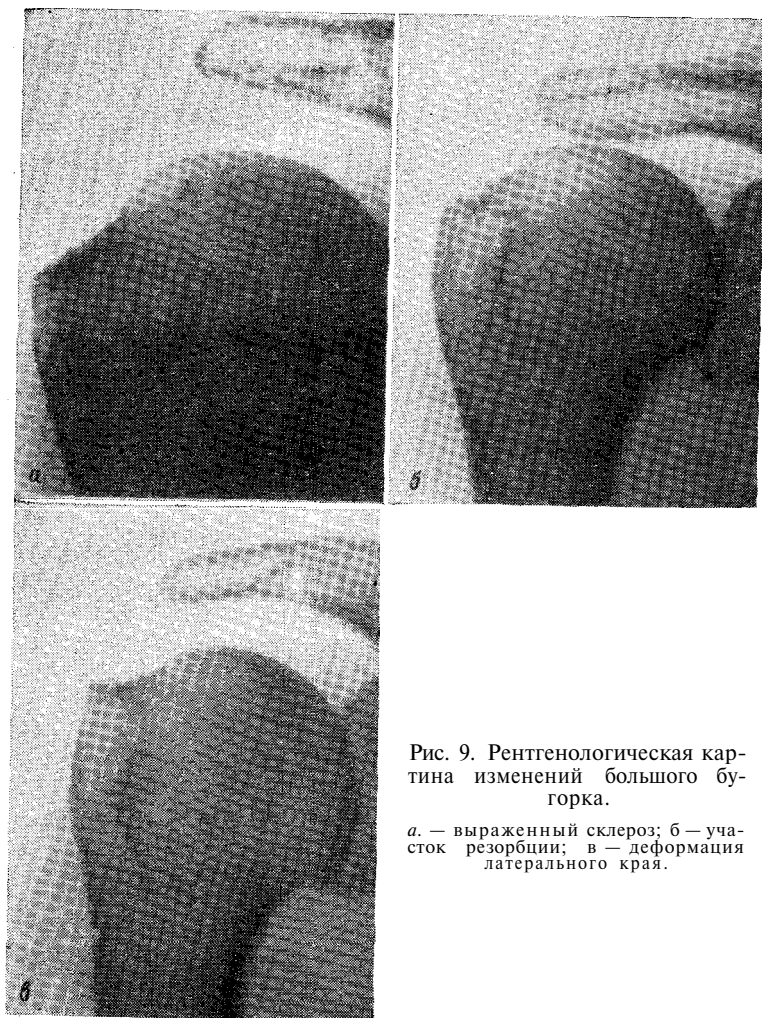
Рентгенологическая картина изменений большого бугорка.
